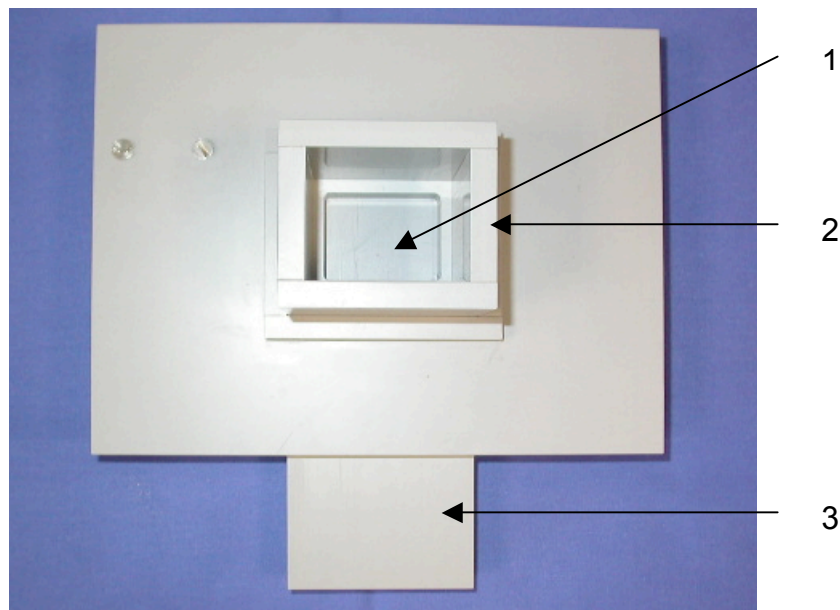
Träger von oben: 1: Probenträger, auf dem der Zahn mittels Silikonschlüssel fixiert wird; 2: Kästchen, in das der Röntgentubus eingeführt wird; 3: Lade, in die die Speicherfolie hineingelegt und unter den Prüfträger geschoben wird.
